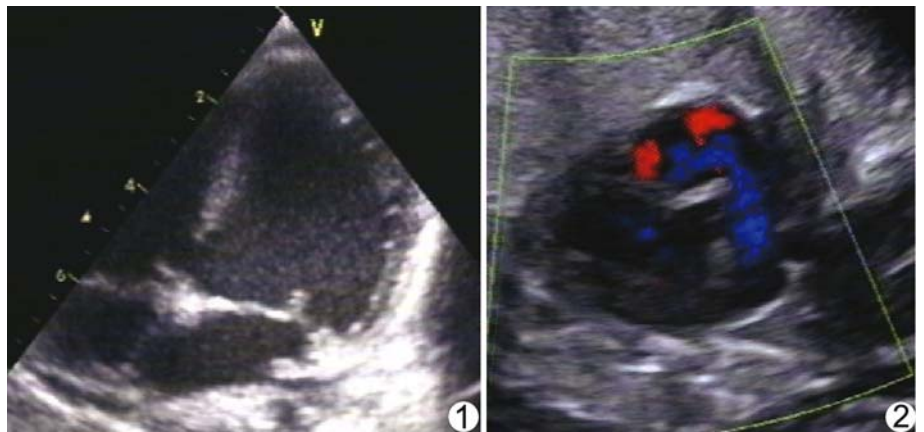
VSD 的常规超声声像图 图 2 CDFI 可显示 VSD 的过隔血流
